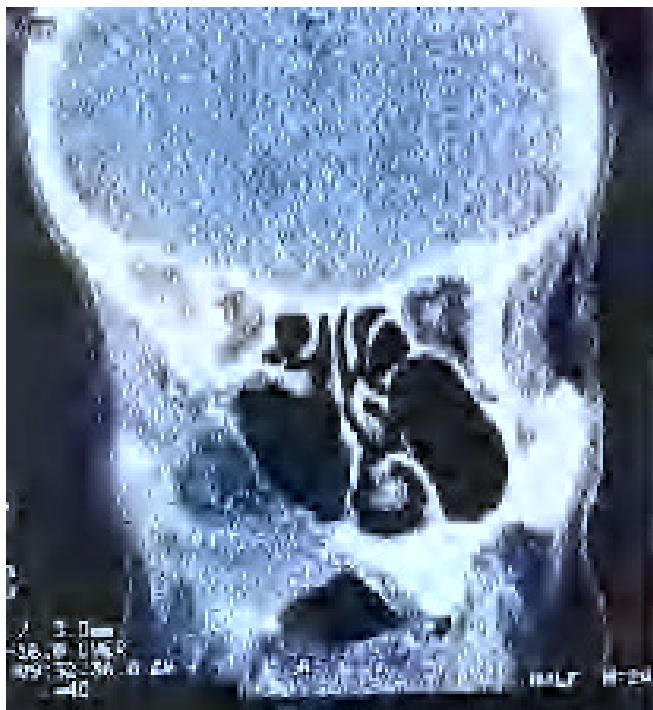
Imagen de TAC donde se observa la reconstrucción del seno maxilar y paladar.
